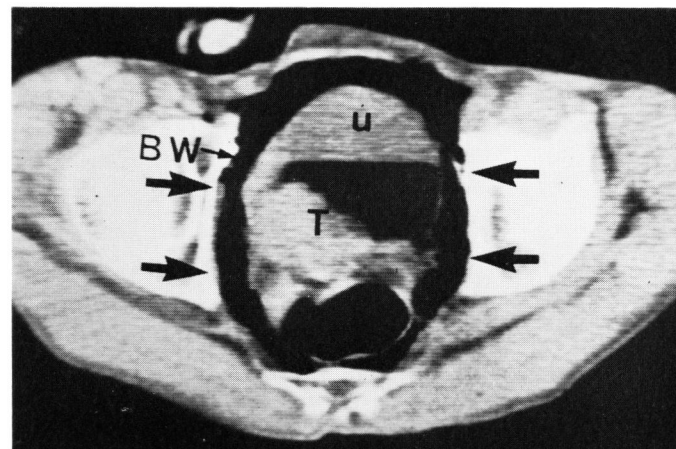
b. 同症例の腹臥位気体注入CT像. 矢印の如く左右の膀胱周囲への気体の侵入は十分に認められるが, 右側の膀胱内には大きな腫瘍 (T) を認め, 膀胱壁 (BW) は浮腫状に肥厚している. 尿 (U), 直腸 (R), 滅菌オリーブ油 (O).
